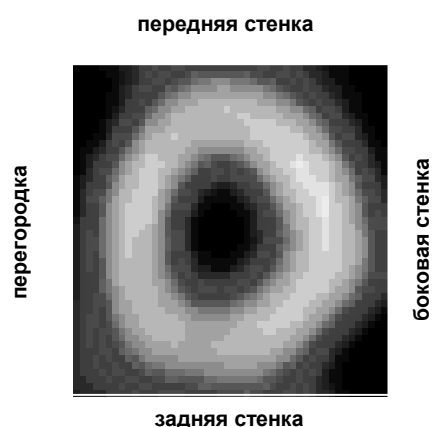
Схема программного выделения отделов левого желудочка и их различных зон из томосцинтиграмм, полученных по короткой оси с помощью SPECT Multi View.
